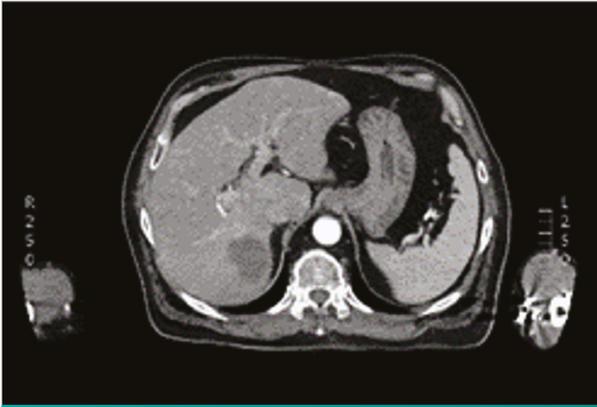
Image TDM 3D, injection phase artérielle.
